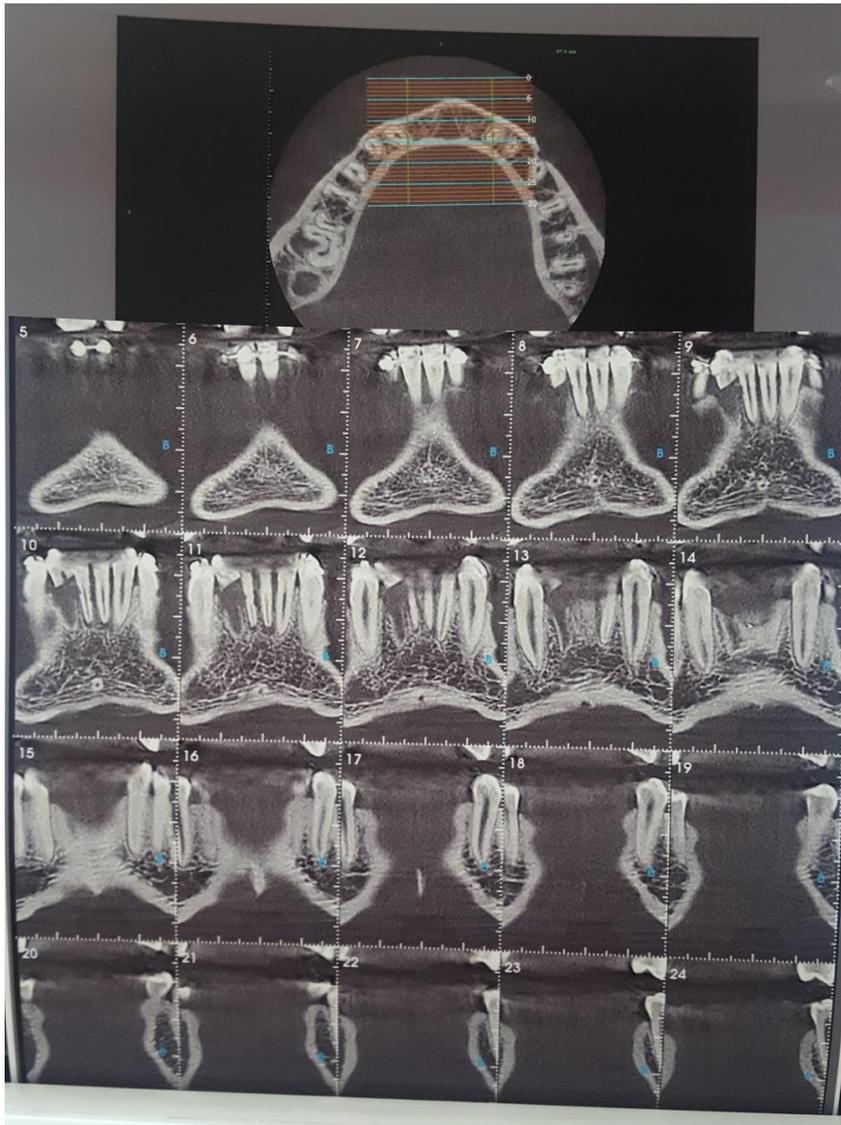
Tomografia Computadorizada
